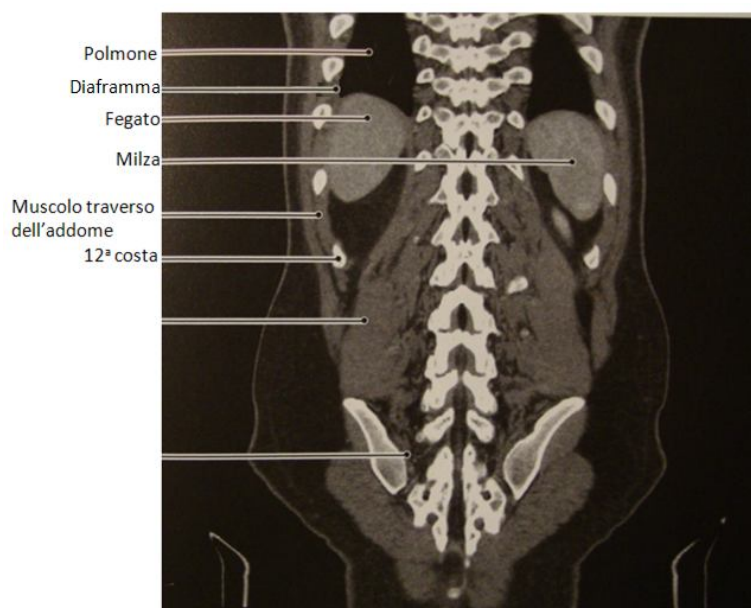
Ricostruzione TC coronale dorso-lombare. Sono state messe in evidenza solo le strutture utili ai fini dello studio del diaframma. (Weber. Anatomia radiologica di Netter, 2010).
